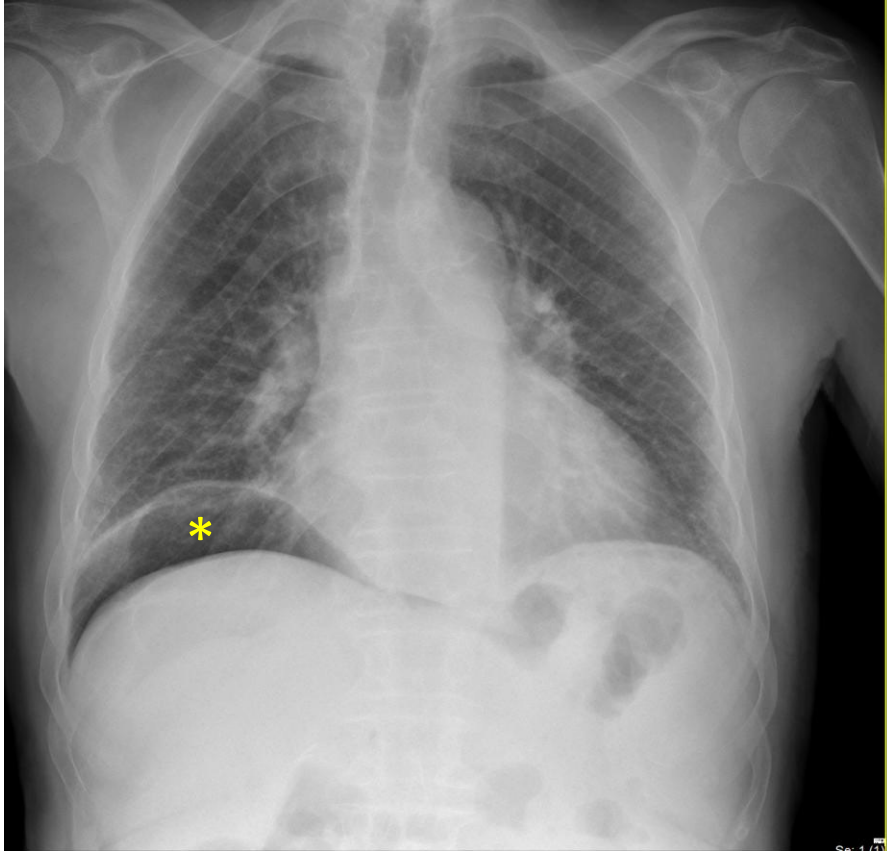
Radiografía de tórax y TCMD abdominopélvico en plano axial. Paciente con neumoperitoneo (*) tras 24 horas post-colonoscopia con polypectomía
